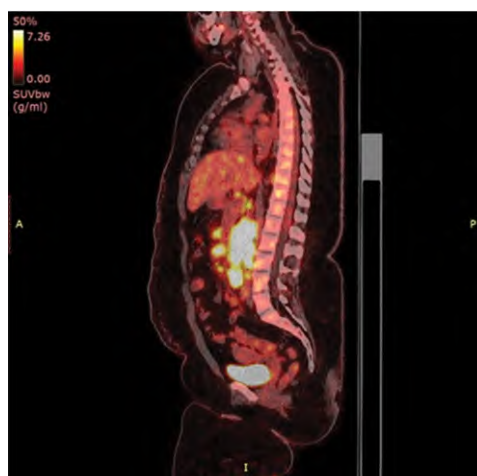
Инициальная ПЭТ/КТ
